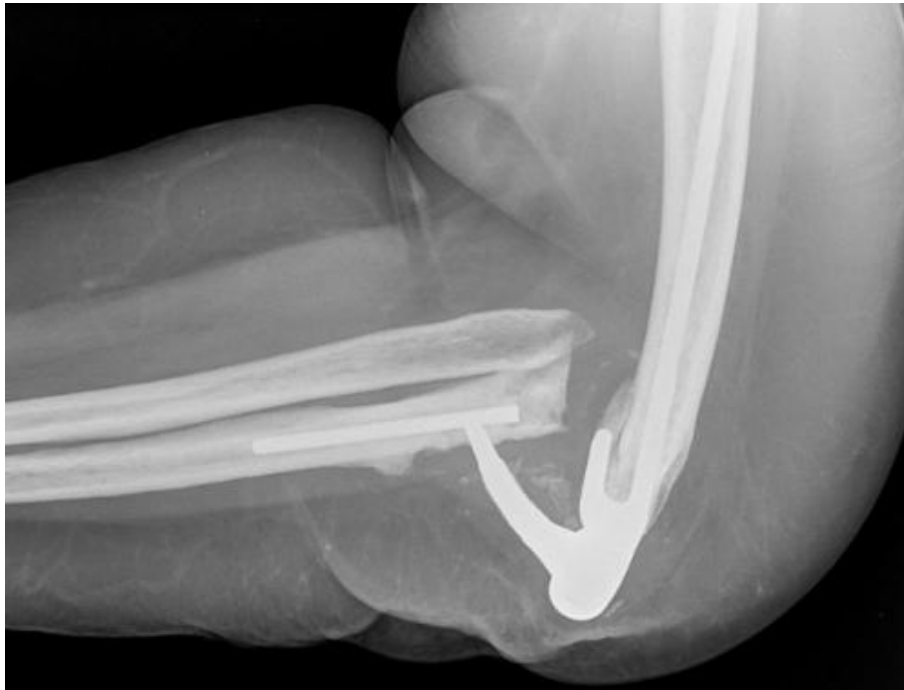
Рентгенограмма локтевого сустава в боковой проекции. Разрушение локтевого компонента эндопротеза Coonrad-Morrey. Усталостный перелом возник из-за наличия в проксимальном отделе локтевой кости дефекта, который не был замещен трансплантатом при выполнении артропластики
